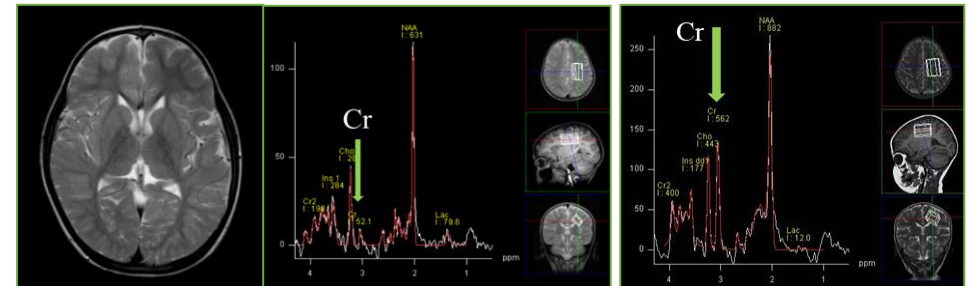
5歳男児 脳クレアチン(Cr)欠乏症知的障害で精査。MRIでは異常を認めないが、MRSにて正常に認められるはずの矢印部分のクレアチン(Cr) (図4正常例を参照)がほぼ認められず酵素欠損による同症と確定診断された。MRSでないと診断できない典型的一例である。
